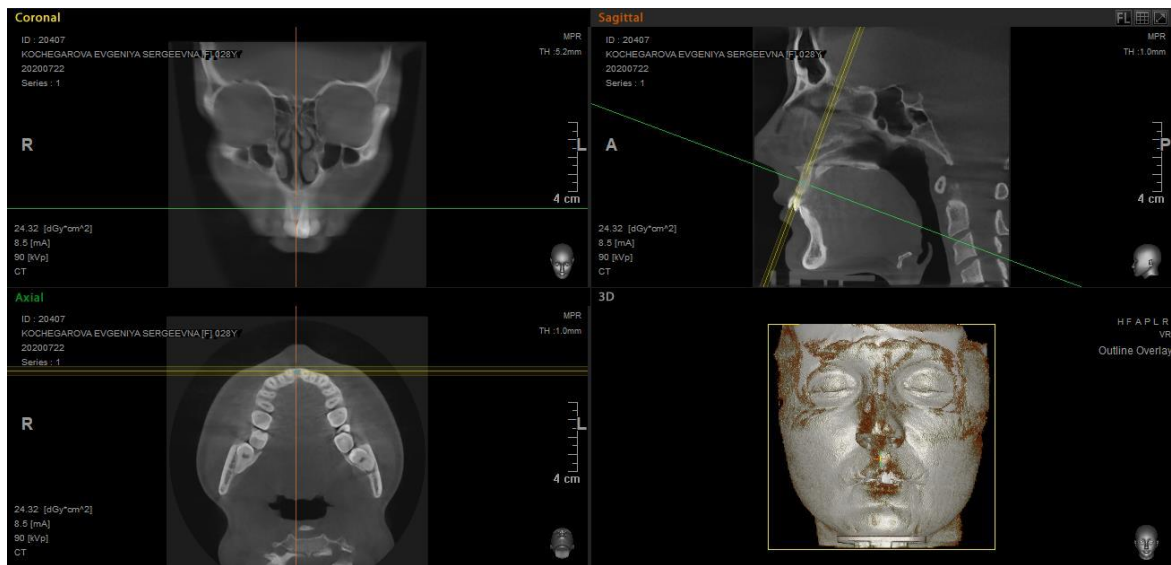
Пример компьютерной томограммы пациента
